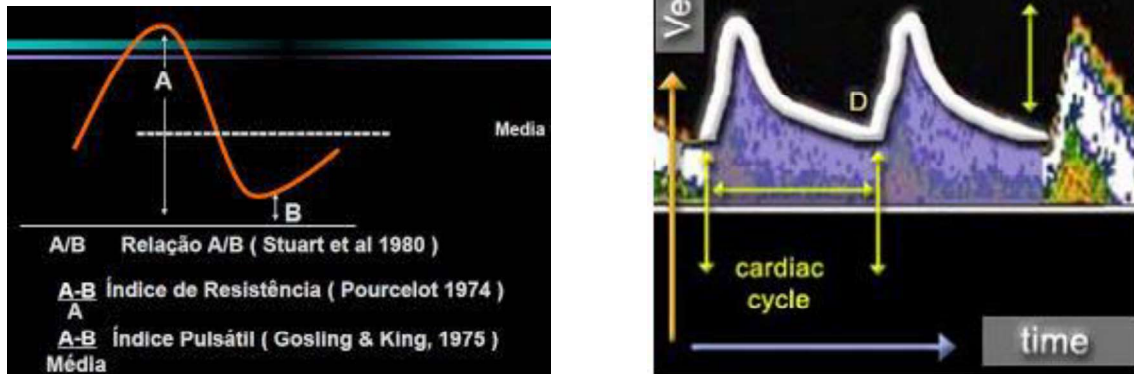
Cálculo Doppler
